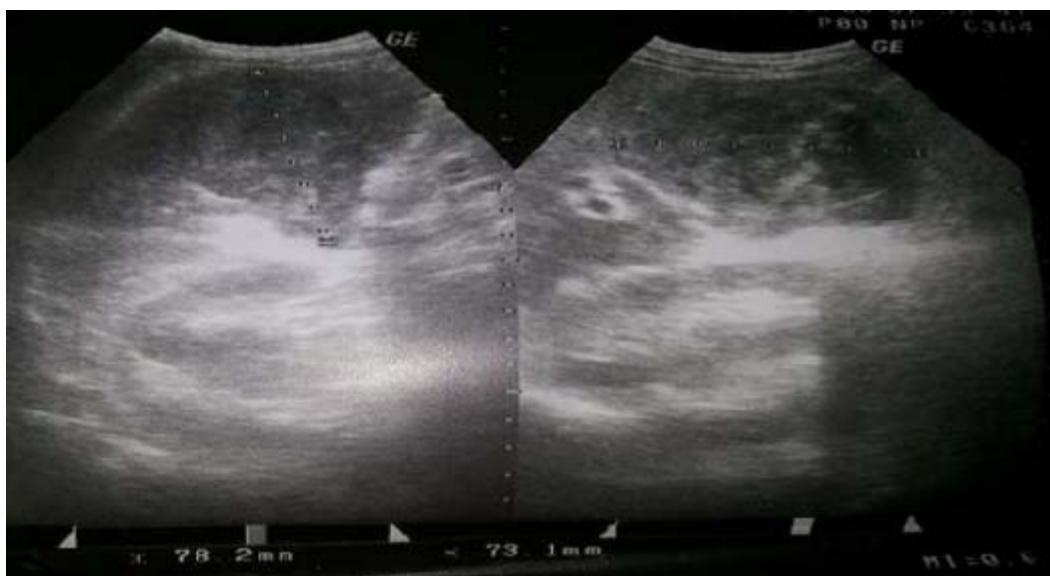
Aspect échographique d'une vésicule biliaire hétérogène et mal limitée.
